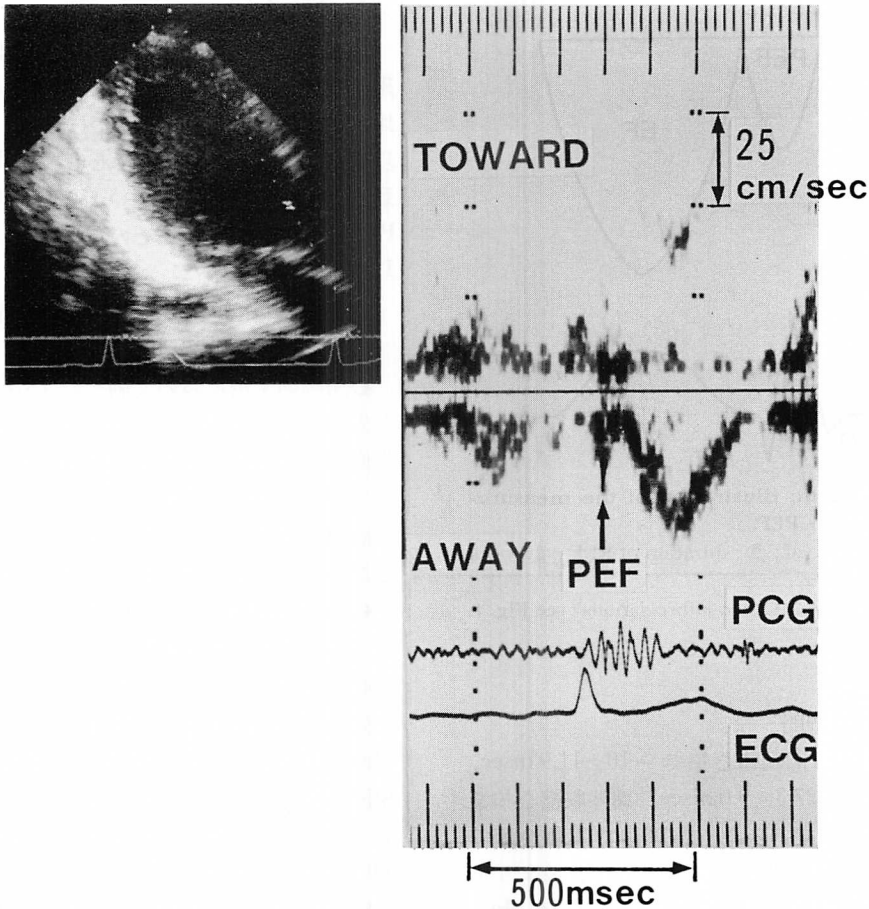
Sampling site in the left ventricular outflow tract and pulsed Doppler signals.
